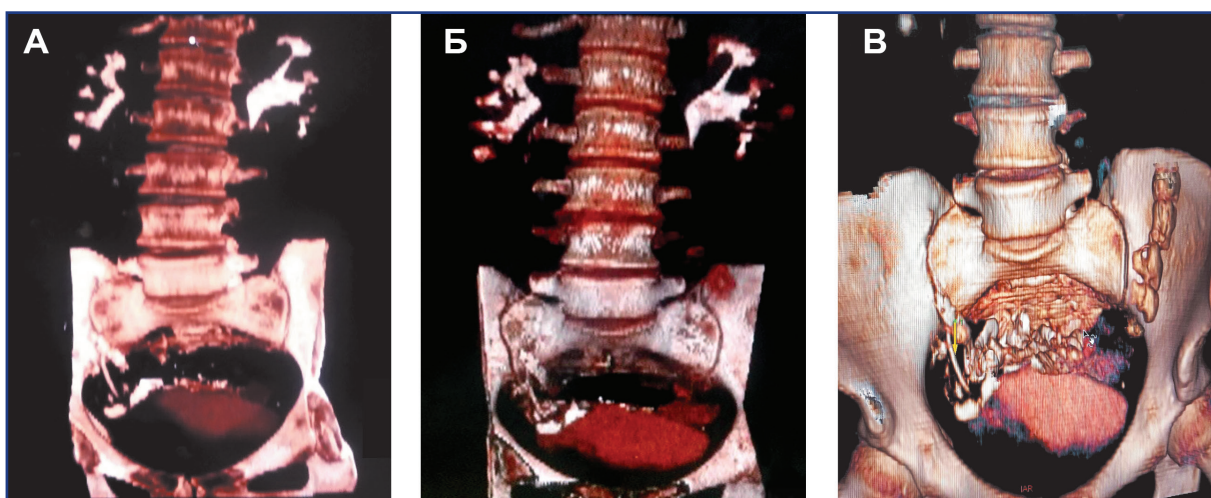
Компьютерная томография через 3 (А), 6 (Б), 12 (В) месяцев после операции уретоаппендицистонеостомии. Прослеживается нормализация размеров чашечно-лоханочной системы правой почки. Экскреторная функция почек сохранена. Уретоаппендикоанастомоз функционирует.
